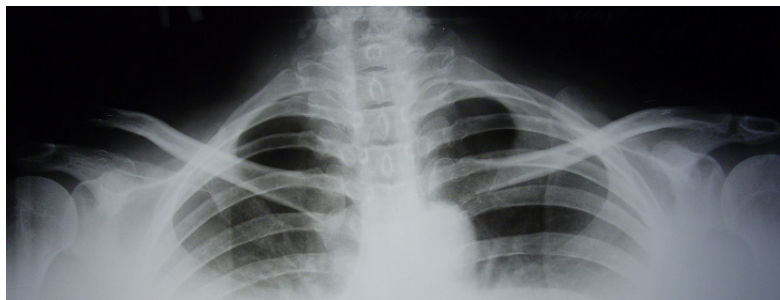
Результаты проведенного рентгенологического исследования. На рентгенограмме определяется вывих акромиального конца правой ключицы
